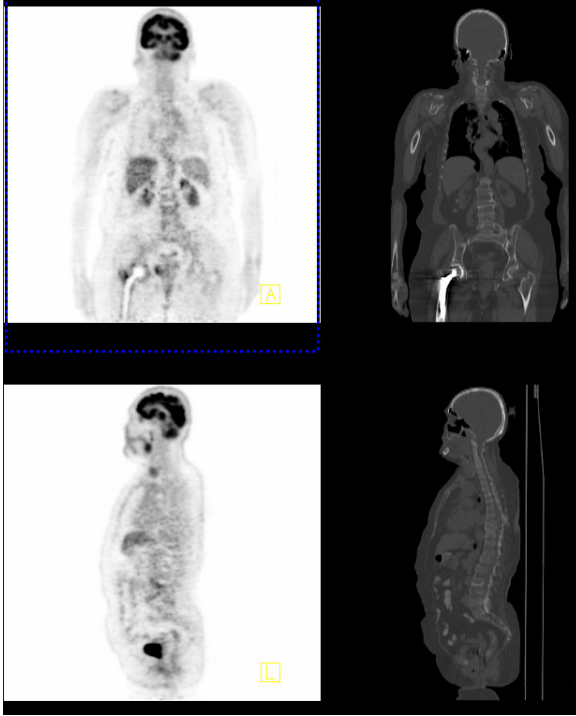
a. Vertebrada izlenen osteolitik karakterdeki kemik metastazında SUVmax: 10.8
